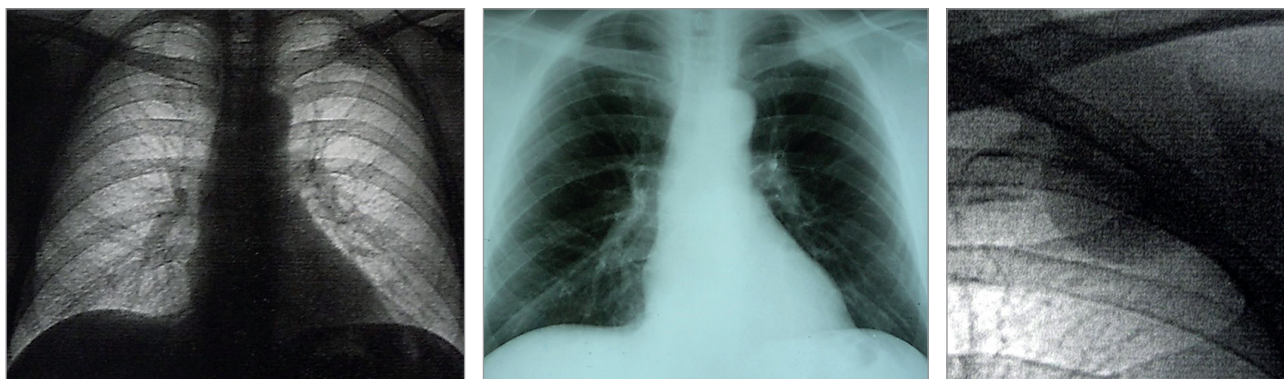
Киста плевры у пациента 52 лет. Рентгенография
